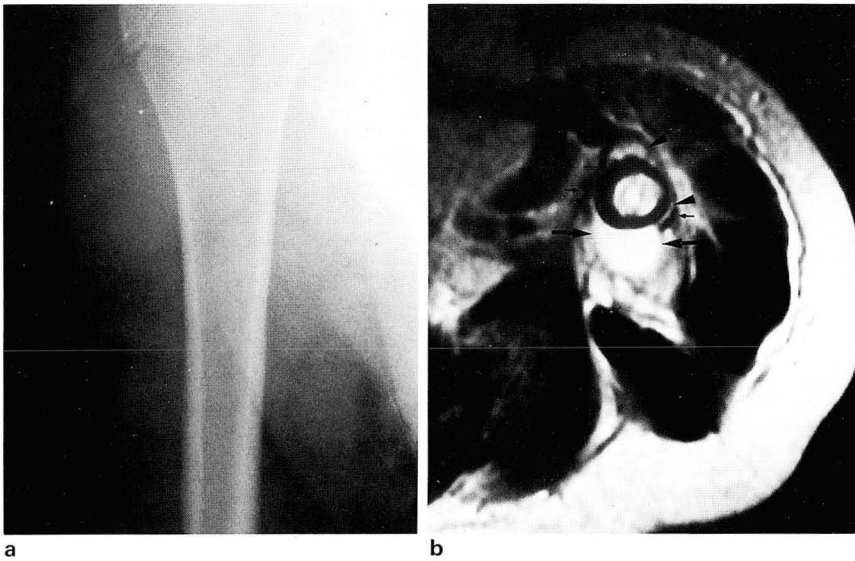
A 2 year-old male patient with left arm pain for 10 days. The initial radiograph(a) shows no definite abnormality. T2 weighted axial image(b) depicts intramedullary abnormal high signal intensity, subperiosteal inflammation(arrowheads) and low signal arc of periosteal reaction(arrows). Focal disruption of this rim and soft tissue extension of pus are also noted(large arrow).
